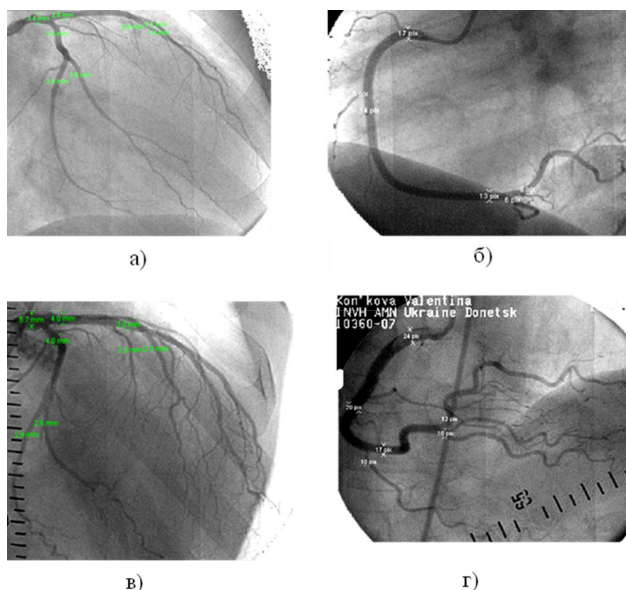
Рентгенограммы ВАСЧ лиц без окклюзионно-стенотических поражений венечных артерий: а) рентгенограмма левой венечной артерии сердца, Г., пол женский 37 года; б) рентгенограмма правой венечной артерии сердца, К., пол мужской, 51 год; в) рентгенограмма левой венечной артерии сердца, Г., пол мужской, 65 лет; г) рентгенограмма правой венечной артерии сердца, Ж., пол женский, 70 лет.
